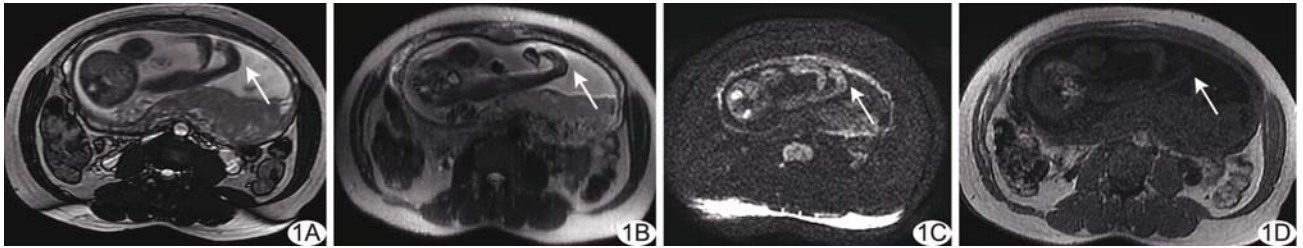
26 周胎儿, MRI 诊断双侧 CTEV A. 胎儿足部冠状位 MR FIESTA 序列图像; B. SSFSE 序列图像; C. DWI 图像; D. FIRM 序列图像 (箭头示胎儿足部)
